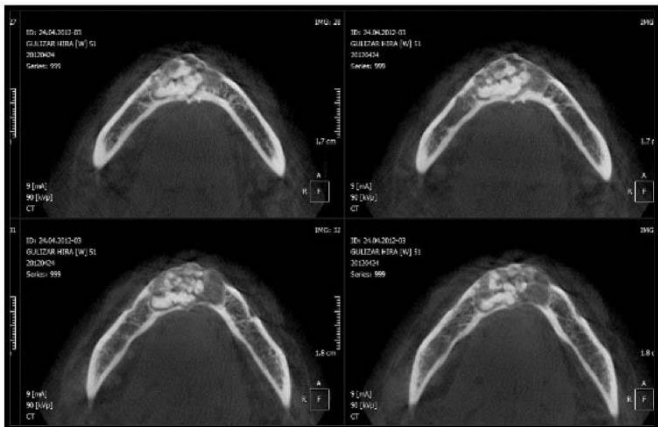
CBCT scans of the tumor
